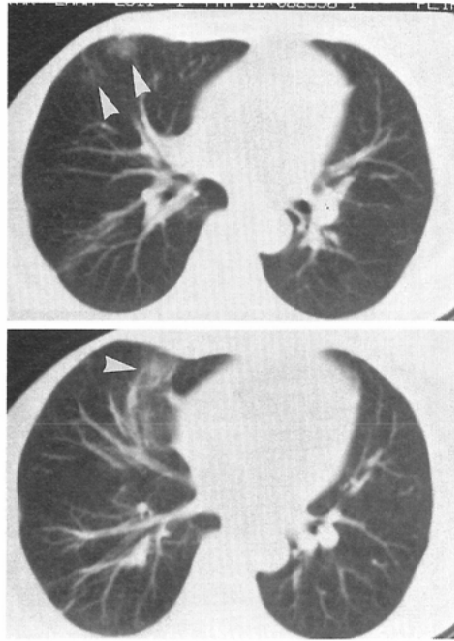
CT pattern of pulmonary change
